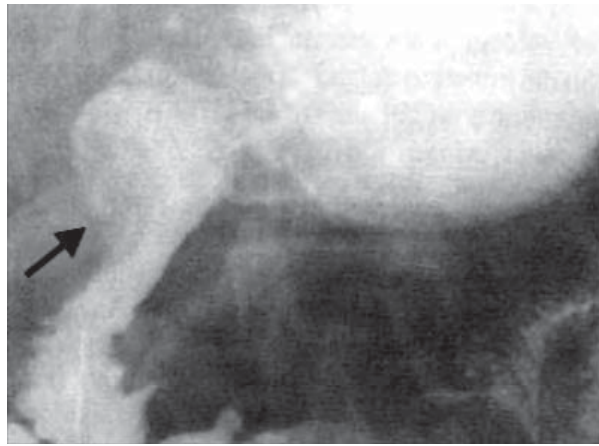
/16.- Hematoma subseroso de duodeno. Arriba se visualiza la imagen de falta de relleno en la radiografía seriada gastroduodenal. Abajo, en la TAC de abdomen, la flecha gruesa indica la presencia del hematoma, y la flecha fina el desfiladero de sustancia de contraste en la luz del órgano.
